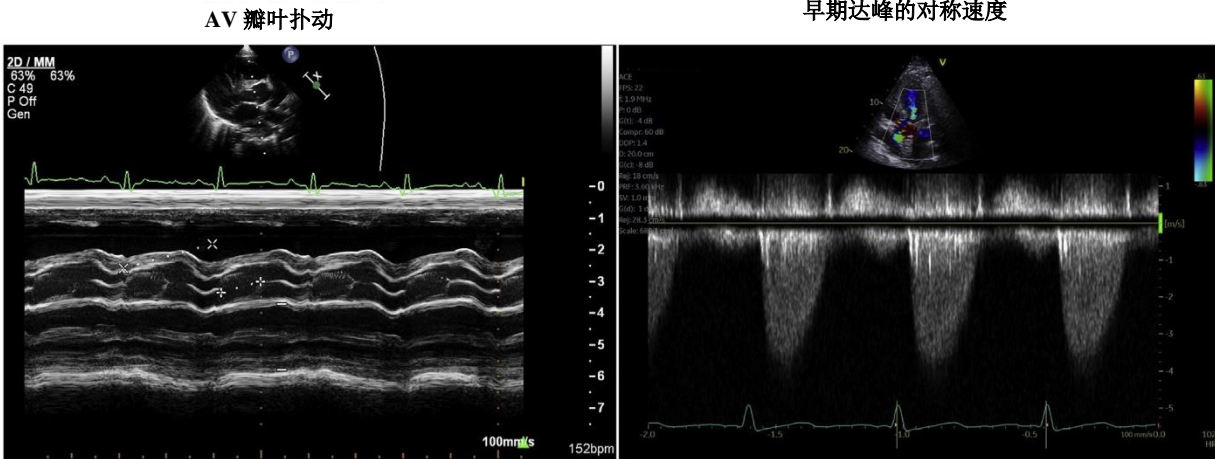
(左图): 主动脉瓣 (AV) 的 M 型超声心动图描记图。收缩期可见主动脉瓣叶抖动。瓣膜闭合通常比肥厚性心肌病患者更早发生。(右图): 心尖 5 腔视图。DSS 固定梗阻导致对称的连续波多普勒早期达峰速度。
